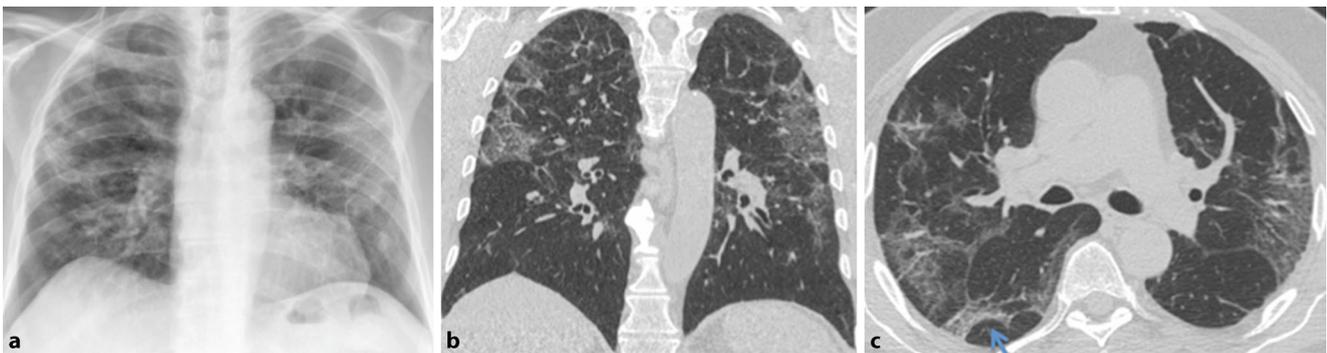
▲ Thoraxröntgenaufnahme (a) und Low-dose-Computertomogramme in Koronal- (b) und Axialschnitt (c) eines Patienten mit leichter Atemnot nach „grippalem“ Infekt. Zu sehen ist das Bild einer COVID-19-Pneumonie im mittleren Krankheitsstadium mit bilateralen, multifokalen und peripher betonten Milchglastrübungen und leichten Konsolidierungen ohne Erguss oder Lymphadenopathie. Eine basale Dominanz liegt in nicht vor
